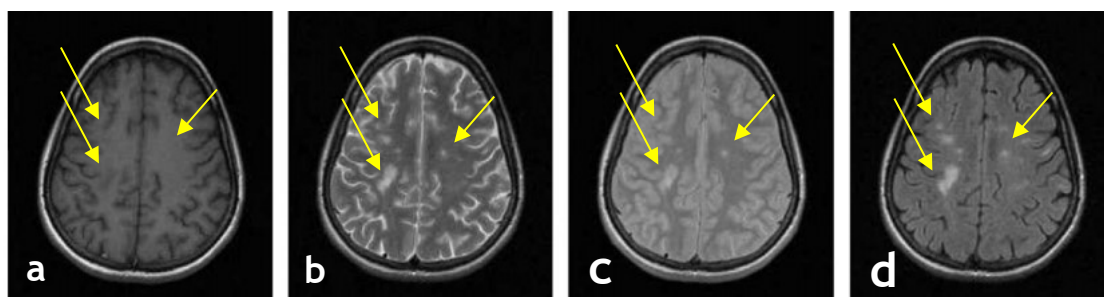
Imagens axiais de RM cerebral com lesões de EM: a) imagem T1-W; b) imagem T2-W; c) imagem DP-W; e d) imagem FLAIR, respetivamente. Os tecidos moles são mais distinguíveis na imagem T1-W, enquanto que as lesões são mais perceptíveis na sequência FLAIR e T2-W, sendo estes dois tipos os mais utilizados para segmentação (retirado de (Lladó et al., 2012)).
